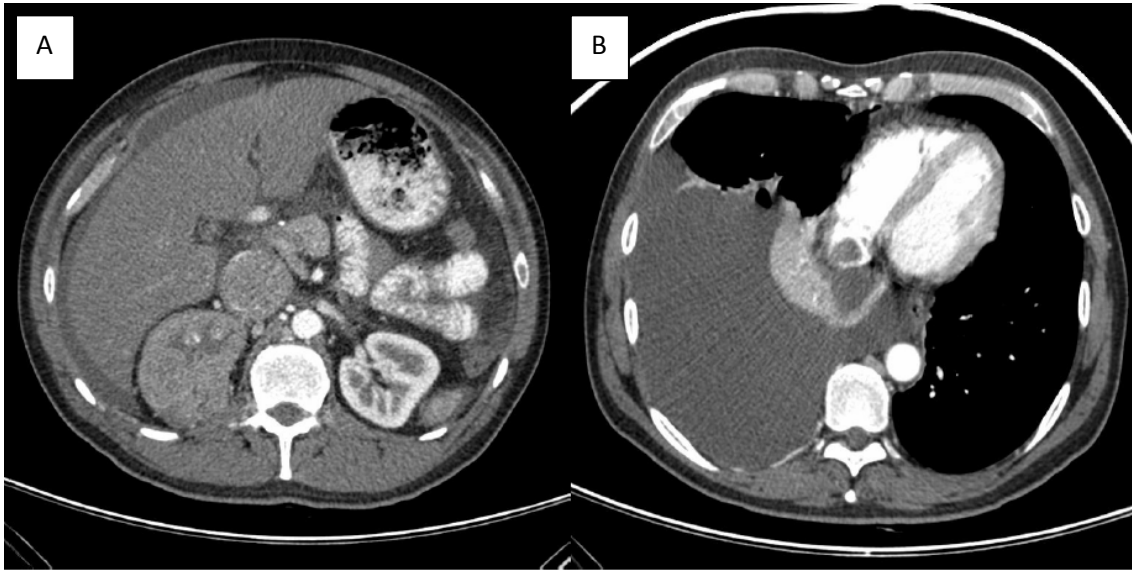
Tomografía computarizada. A) Se observa el tumor renal derecho con afectación de la vena cava inferior. B) Se observa el trombo venoso a nivel de la desembocadura de la vena cava inferior en la aurícula derecha.
